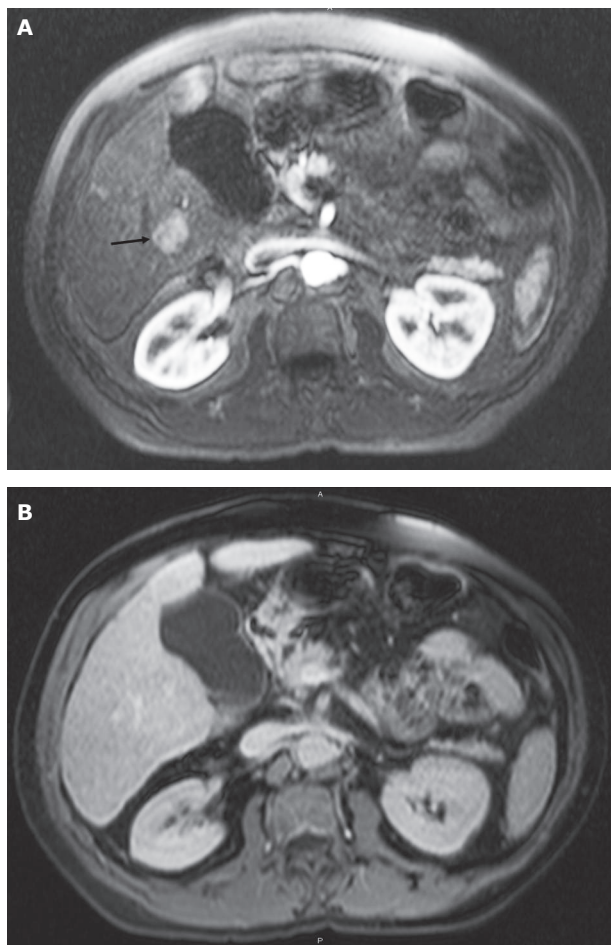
Resonancia magnética dinámica de la lesión hepática detectada en 2007. A. En fase arterial la lesión presenta realce completo de contraste. B. En la fase tardía la lesión se muestra isointensa con el resto del parénquima hepático (no lavado de contraste). El aspecto es sospechoso pero no concluyente de carcinoma hepatocelular. La punción aspirativa fue diagnóstica de Carcinoma Hepatocelular moderadamente diferenciado.
